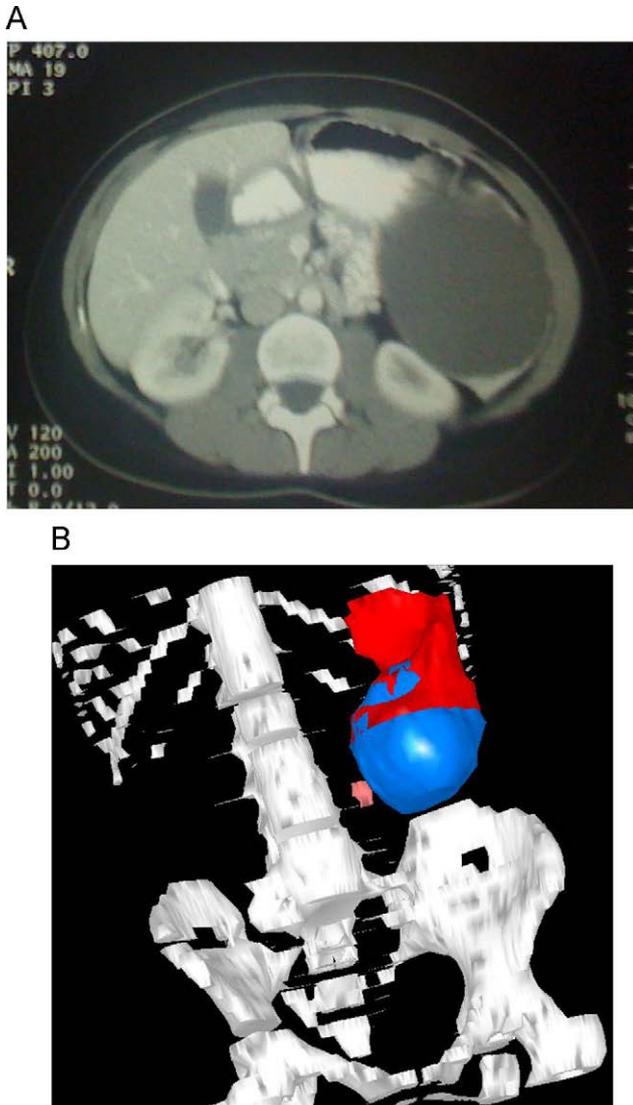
Quiste esplénico localizado en el polo inferior. A) Imagen de la tomografía computarizada. B) Reconstrucción en 3D.
